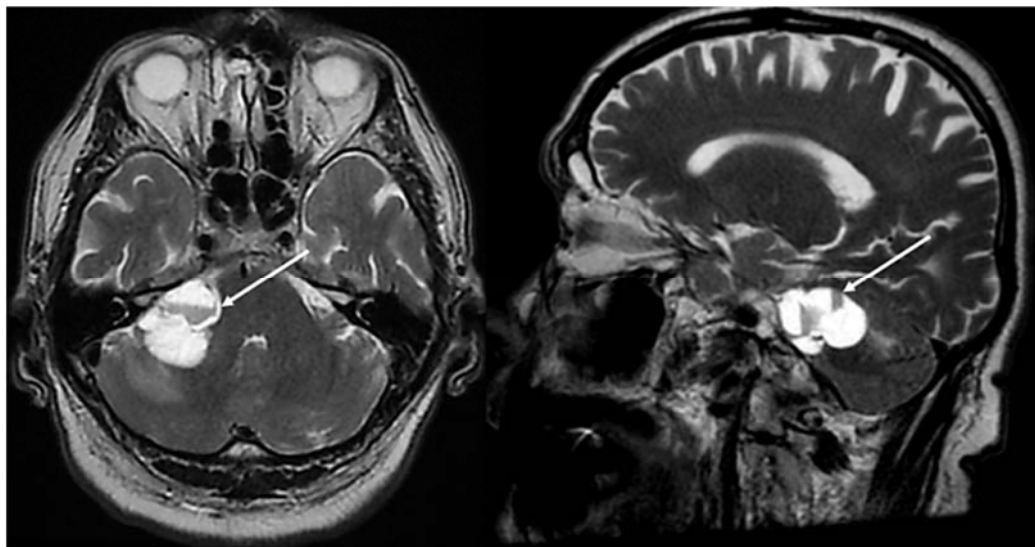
МРТ головного мозга до операции. Кистозная невринома правого слухового нерва (тип В). Белой стрелкой указана гематома, формирующая уровень
